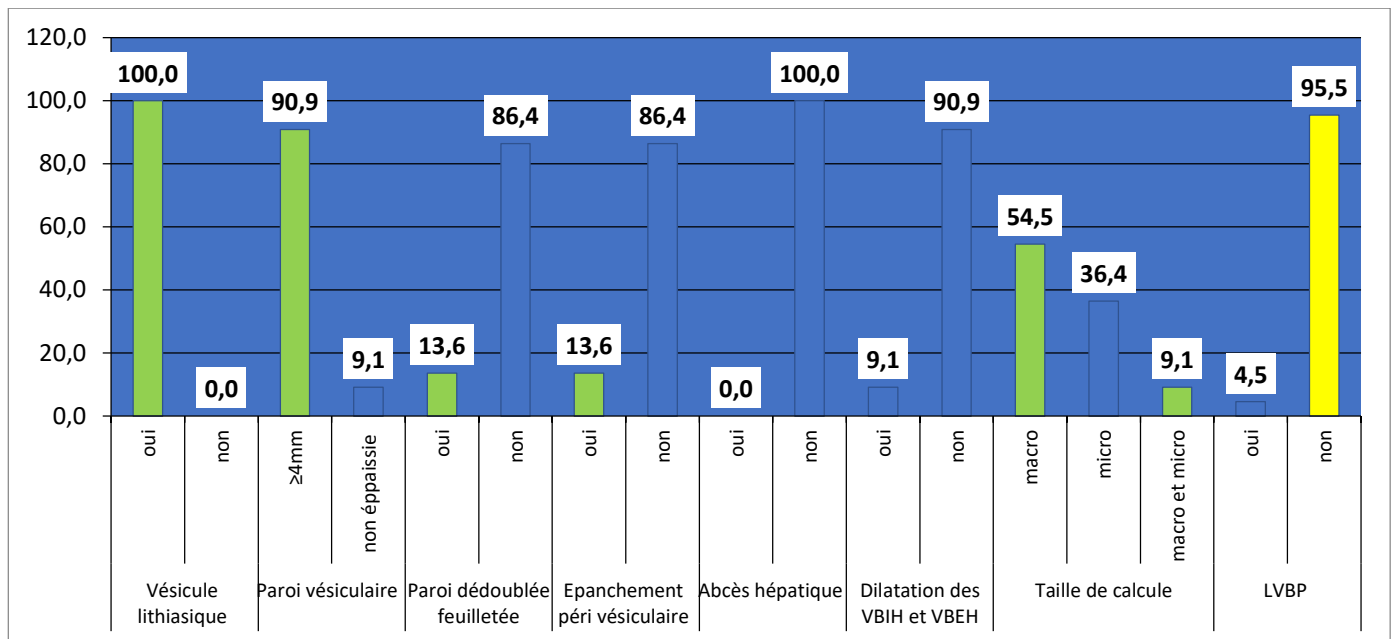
la répartition des patients selon l'échographie en pourcentage
